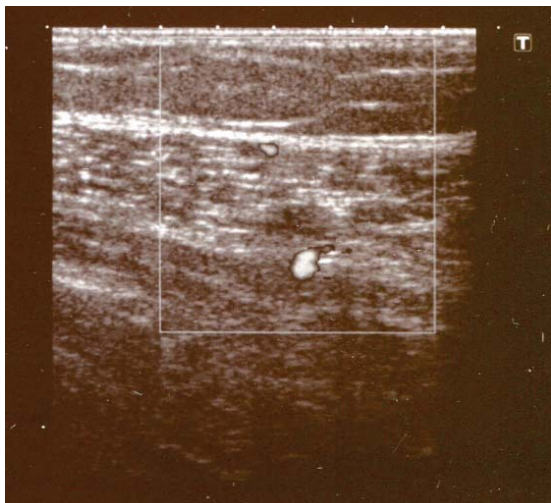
УЗИ перфорантной вены и сопровождающей артерии на 12 см выше медиальной лодыжки, состоятельная перфорантная вена, соединяющие притоки большой подкожной вены с большеберцовыми венами, с сопровождающими артериями из системы задней большеберцовой артерии
